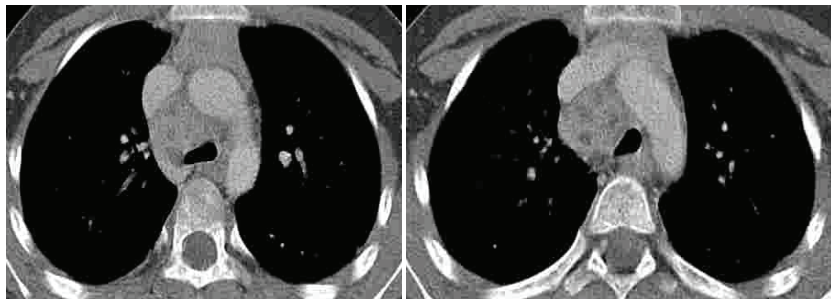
Компьютерная томография легких и средостения. Ребенку 7 лет. В верхнем средостении определяются ретрокавадные и бифуркационные лимфоузлы размерами до 0,7-0,9 см однородной структуры. Через 3 месяца на фоне специфического лечения отмечается отрицательная рентген-динамика в виде увеличения лимфатических узлов с формированием конгломерата размерами 5,3x2,9x3,0 см с плотностью на нативных сканах 24-35 ед. Н., после контрастирования плотность нарастает до 94-99 ед. Н. Структура конгломерата лимфатических узлов неоднородная - с небольшими гиподенсивными участками некроза.
